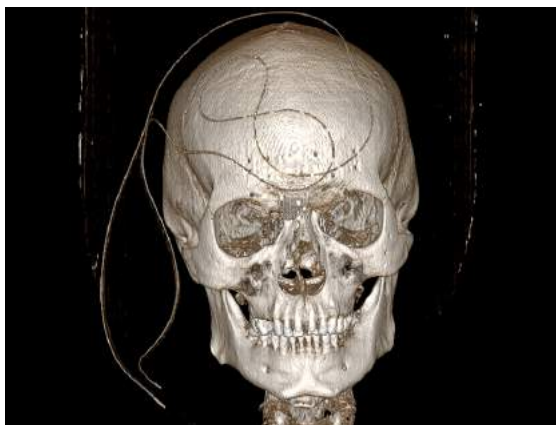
Tomografia computadorizada de face pós-operatória evidenciando boa adaptação da nova tela de titânio em dorso nasal e presença de drenos mantidos em posição.
